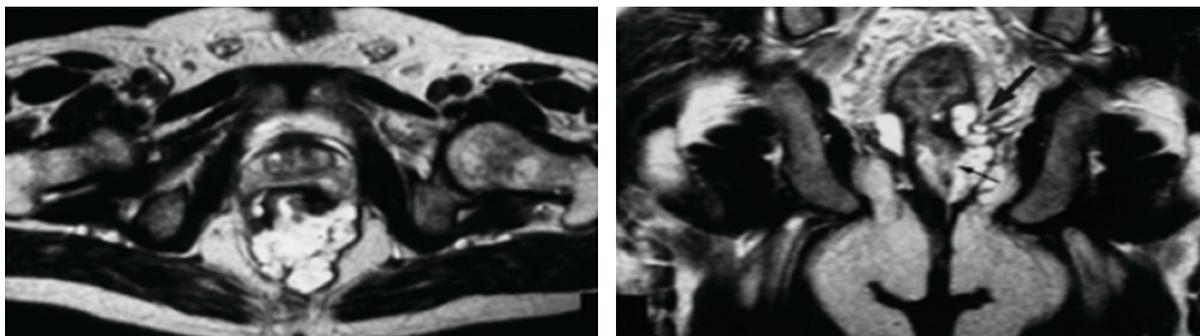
Enterografía por RMN en paciente con enfermedad de Crohn fistulizante (flechas).
